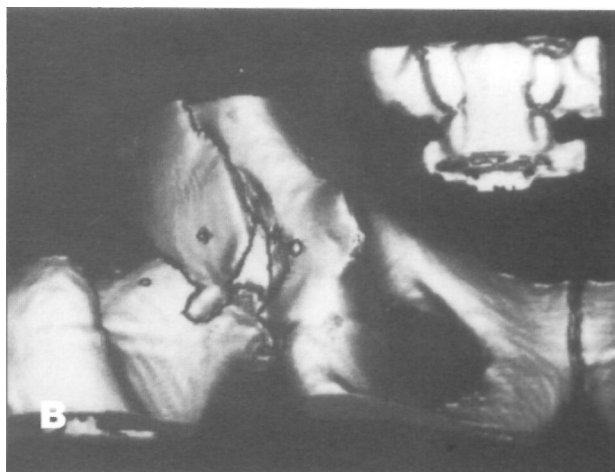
A) Fractura de acetábulo izquierdo. Imagen de la TAC. B) Reconstrucción con 3D-TAC. Imagen de la visión postero-caudal. C) Visión postero-caudal. Reconstrucción con imagen densificada. D) Visión postero-cranial.
